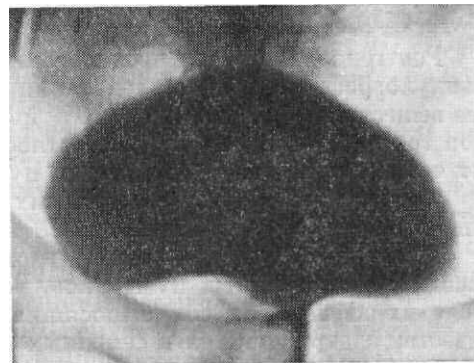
Рентгенограмма мочевого пузыря в прямой задней проекции. Вдавнение по нижнему контуру мочевого пузыря обусловлено увеличенной предстательной железой.
